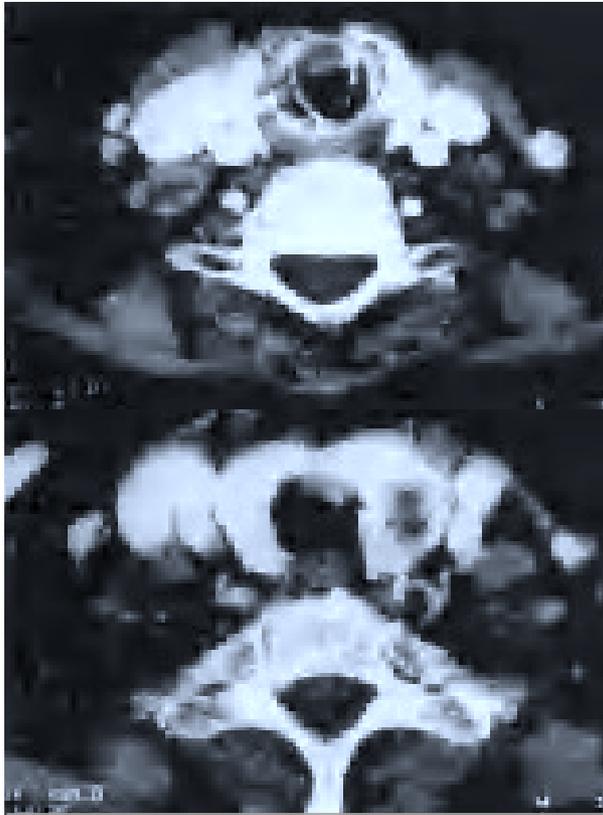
TAC cervical: (A) Se observa tumoración subglótica intraluminal a nivel del cartilago cricoides. (B) Se aprecia la masa subglótica y la tumoración en lóbulo tiroideo izquierdo.
